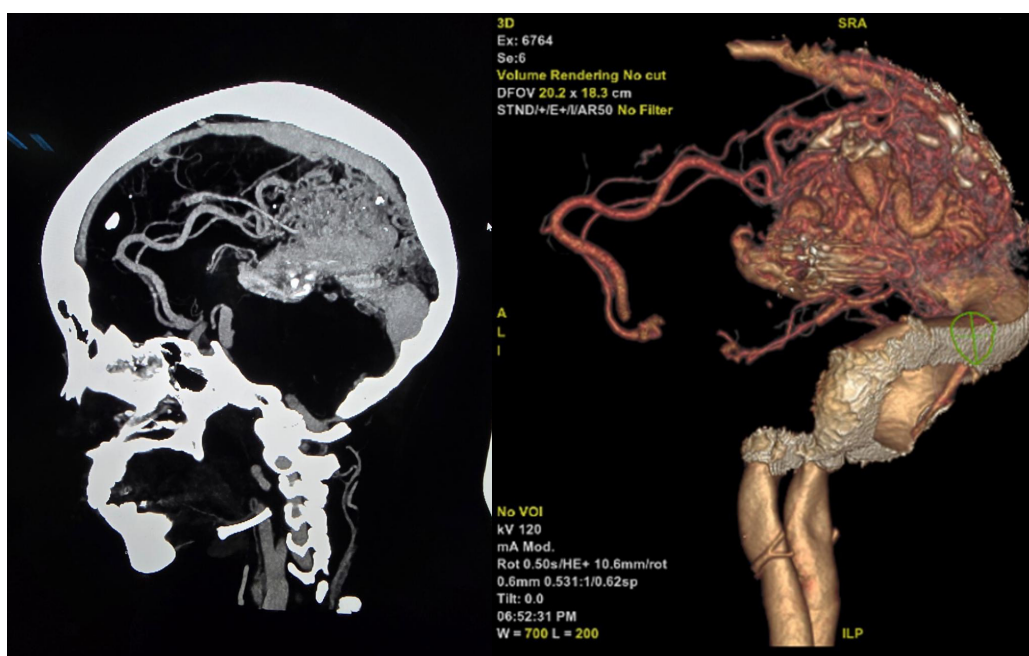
Angiotomografía cerebral con reconstrucción sagital y proyección de intensidad máxima que muestra una malformación arteriovenosa
